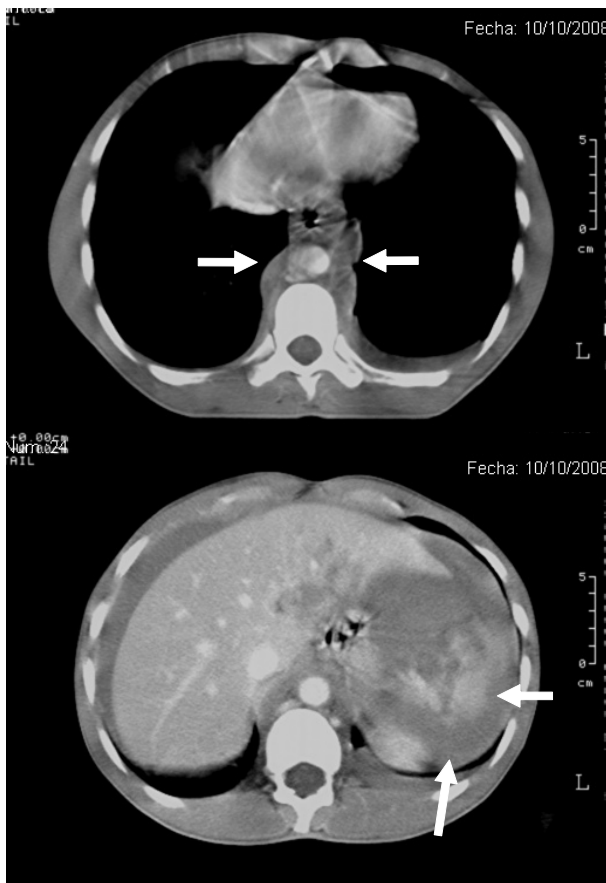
A)-TAC Tórax con hematoma periaortico, B)-TAC Abdomen con estallido esplénico y lesión hepática
